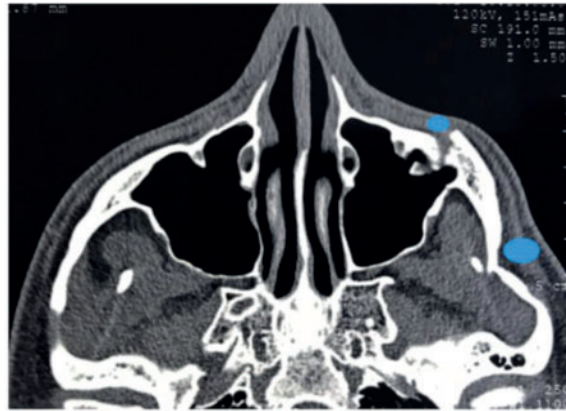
Imagem de TC da fratura malar deslocada à esquerda. Os pontos azuis descrevem a injeção de AH profundamente no osso.
